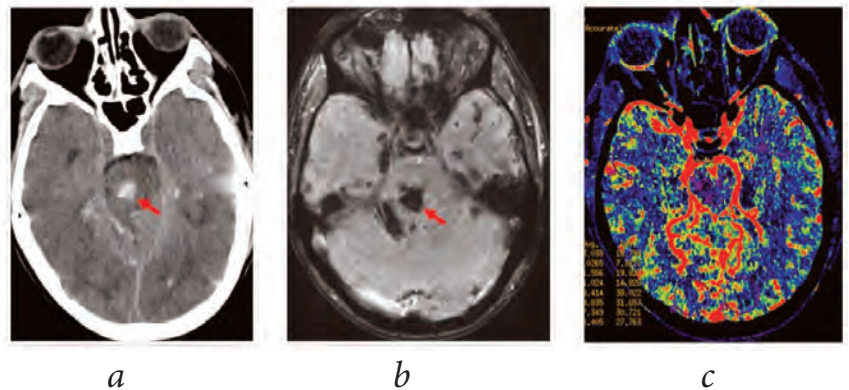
Пример диффузного аксонального повреждения с первичным геморрагическим очагом в стволе головного мозга: компьютерная томография (а); МРТ (режим SWAN) (б); карта CBF (с). Значение CBF в зоне геморрагического очага в стволе – 4.0 мл/100 г/мин.
